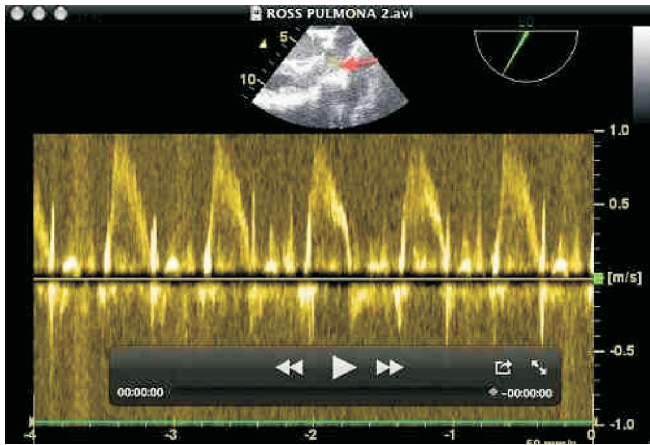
Visualización del Eje Corto de la Válvula Aórtica y de la vía de Entrada y Salida del Ventriculo Derecho por el Esófago Superior. La flecha indica el doppler pulsátil en la válvula pulmonar.
